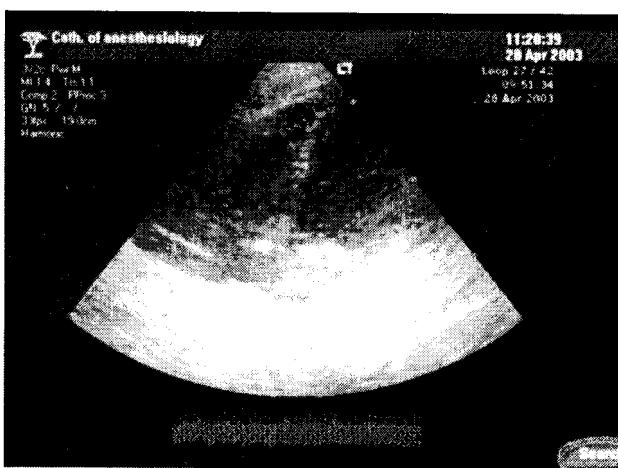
Больная В., эхокардиография.
